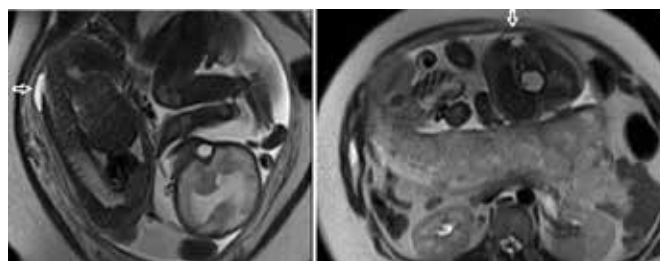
Resonancia magnética fetal que muestra mielomeningocele lumbosacro, visto a través de una vista sagital (imagen izquierda) y una vista transversal (derecha) (las flechas indican la ubicación de los mielomeningoceles).
